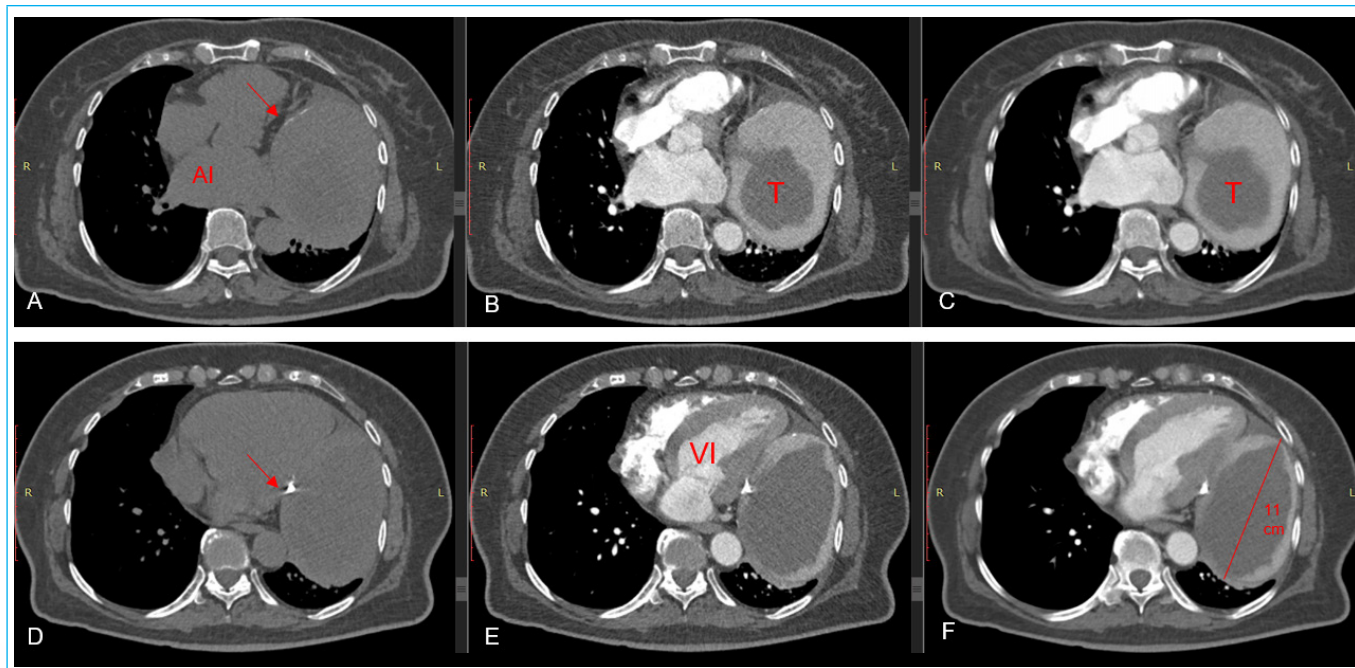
Tomografía de tórax, sin sincronización cardíaca, simple (A y D), en fase arterial pulmonar (B y E) y tardía (C y F): masa intrapericárdica con algunas calcificaciones periféricas (flechas en A y D) y trombo central (T). Llenado con el contraste en la periferia y con incremento de la densidad en la fase más tardía. AI: aurícula izquierda; VI: ventrículo izquierdo.
